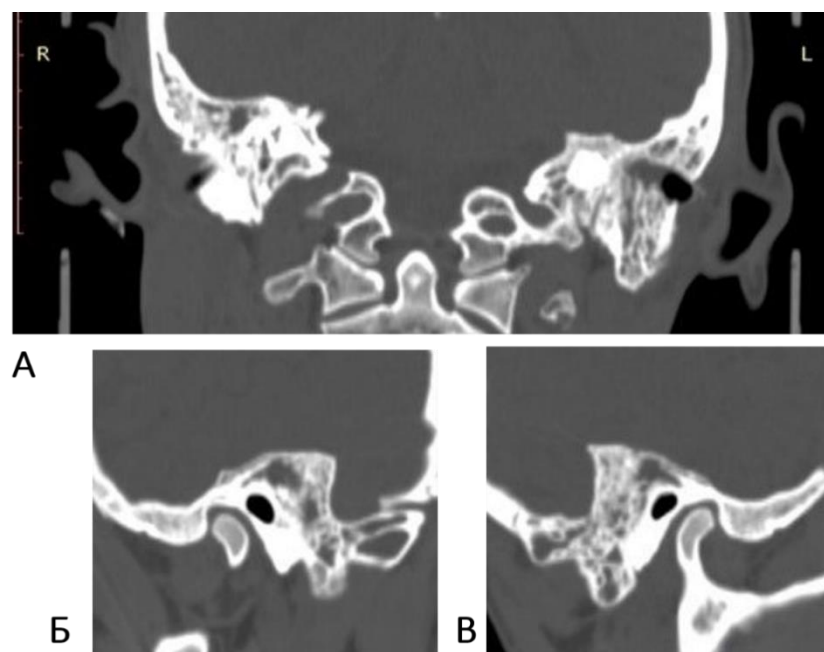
КТ височных костей пациента К., 30 лет. Диагноз: острый двухсторонний гнойный средний отит, мастоидит, отогенный гнойный менингит. На коронарной проекции обеих височных костей (А), сагиттальной проекции правой височной кости (Б) и левой височной кости (В) – тотальное отсутствие пневматизации воздухоносных ячеек с обеих сторон. Определяются зоны деструкции с обеих сторон с образованием костных полостей и секвестров
